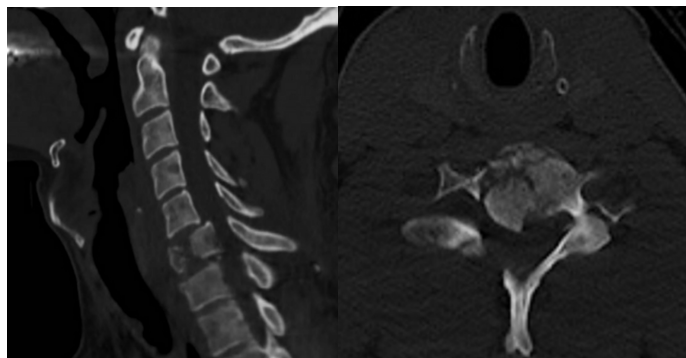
TC CERVICAL. Fractura estallido de C6 con invasión de fragmento óseo en el canal raquídeo derecho. Fractura tipo A4 (AO Spine)
